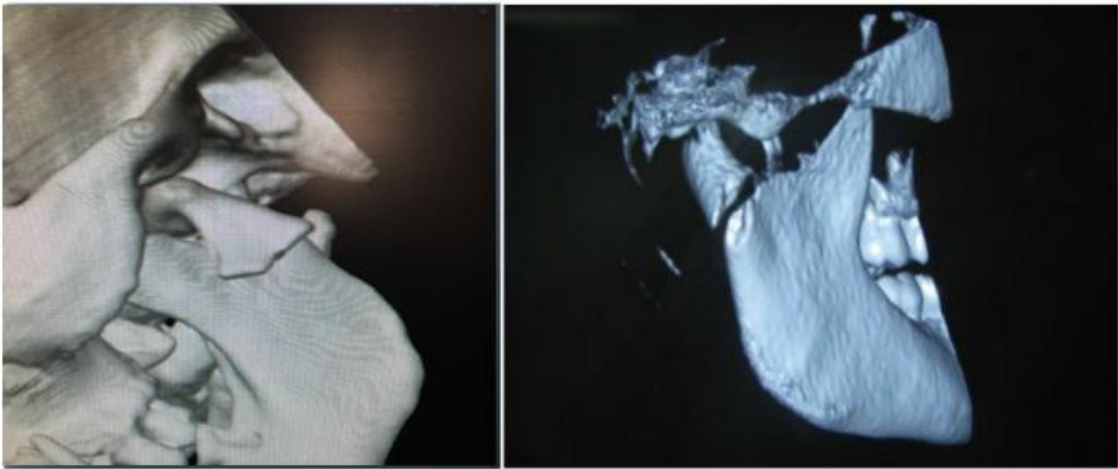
A,B: Aynı hastaya ait iki farklı açıdan çekilen radyografi (A: transvers yönde kırık hattı görülüyor, B: P-A kraniografide kırık hattı görülüyor)
